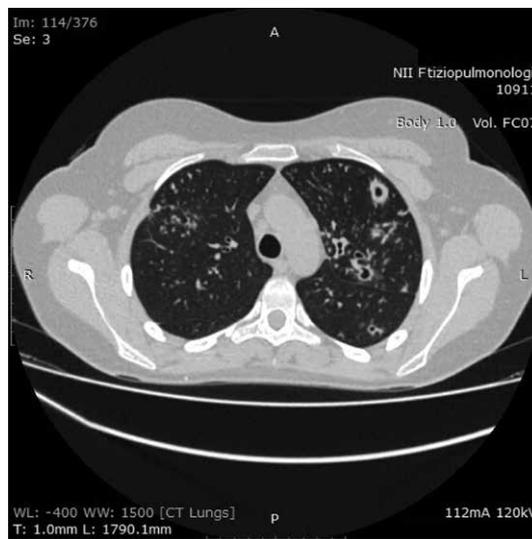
МСКТ ОГК при поступлении (06.09.2016). Очаговая диссеминация во всех сегментах обоих легких на фоне инфильтрации перибронхиальной межучной ткани. Среди очагов множественные полости распада, представляющие собой крупные и средние каверны. В С1+2 левого легкого каверна 28×43×34 мм с толщиной стенок до 4 мм
